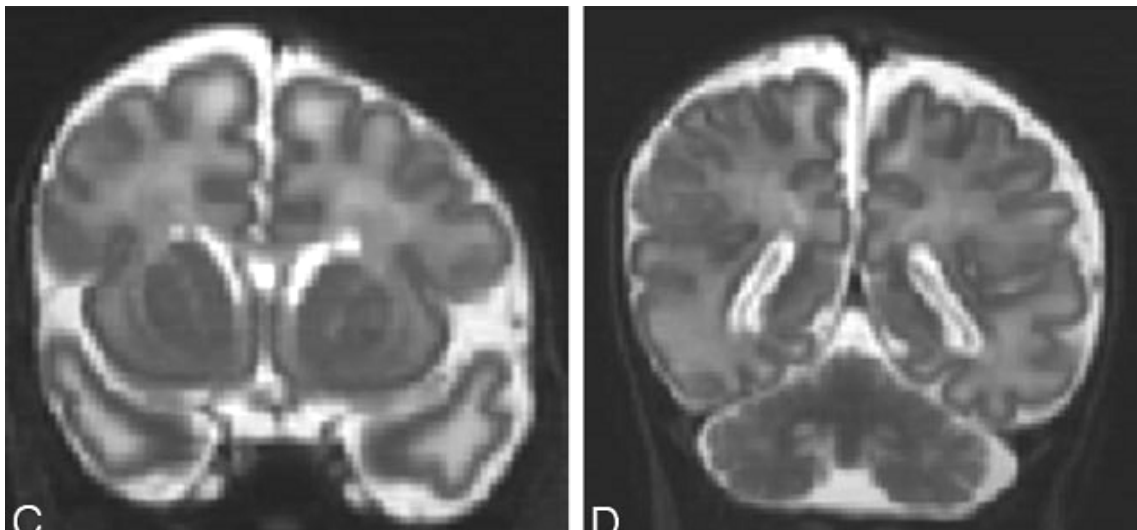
Ressonância magnética da criança da figura 8.11 realizada 2 dias depois. Em (C) e (D), no coronal reconstruído T2 mostra características semelhantes às imagens do US, exceto para a vasculopatia tálamoestriata (vista somente no US) e mudanças na substância branca também vistas subcorticalmente nas imagens da ressonância magnética (Leijser).
